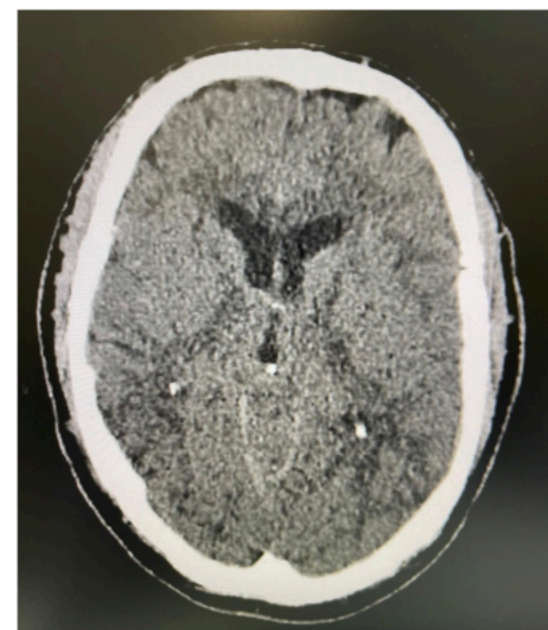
TC cráneo con contraste corte transversal.
